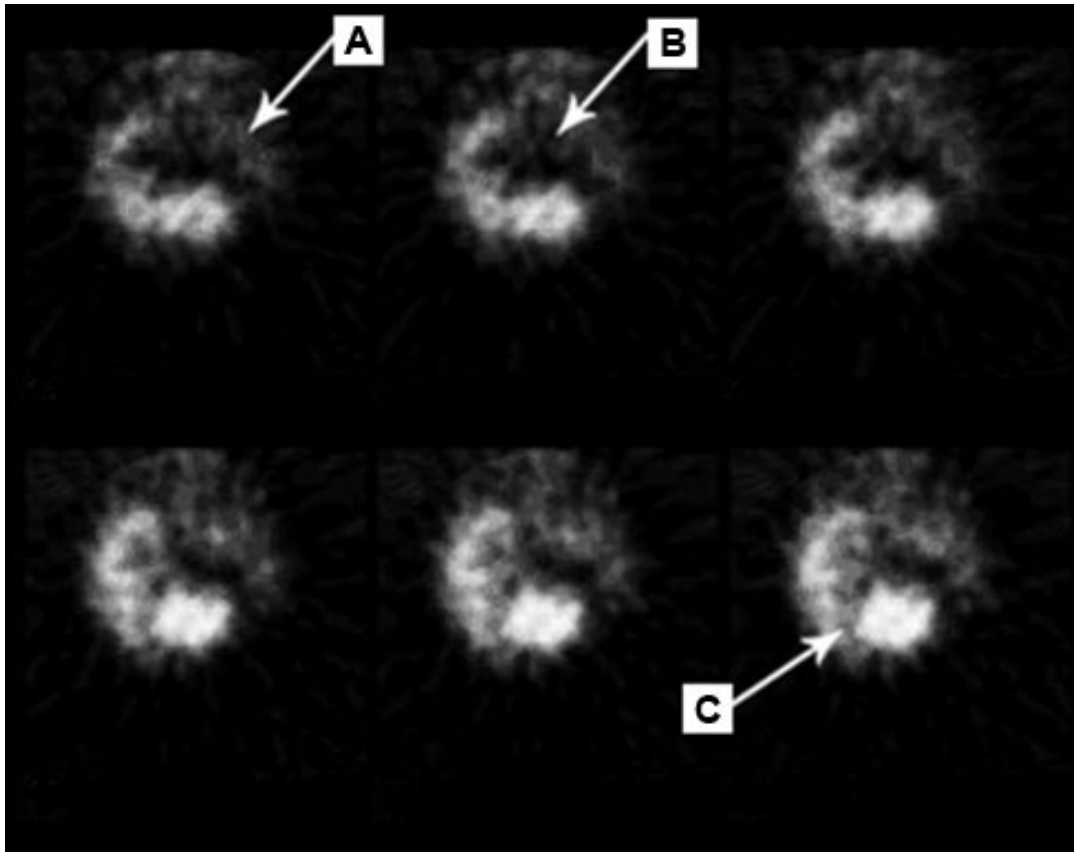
SPECT: hypoperfusion de la region fronto-pariétale gauche (A), des noyaux gris centraux (B) et du cervelet a droite(C)[177].
